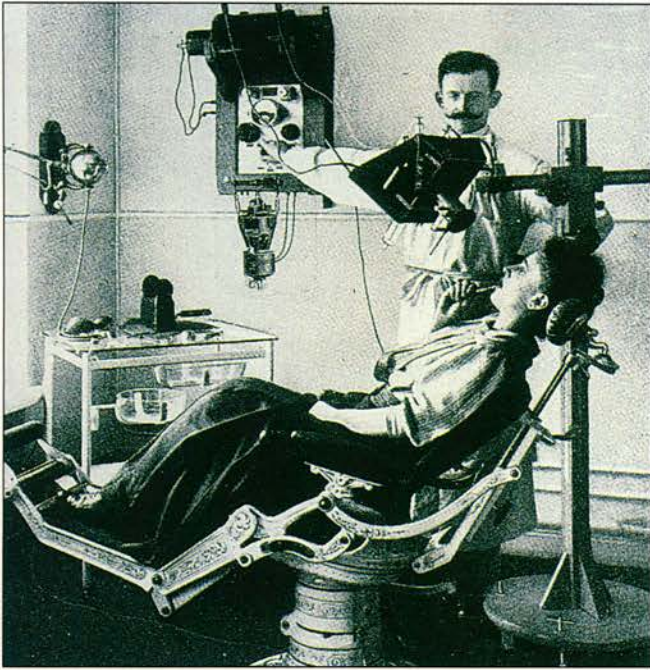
Een van de eerste tandheelkundige röntgenopnamen. De opname werd gemaakt door de Duitse tandarts Walkhoff.
